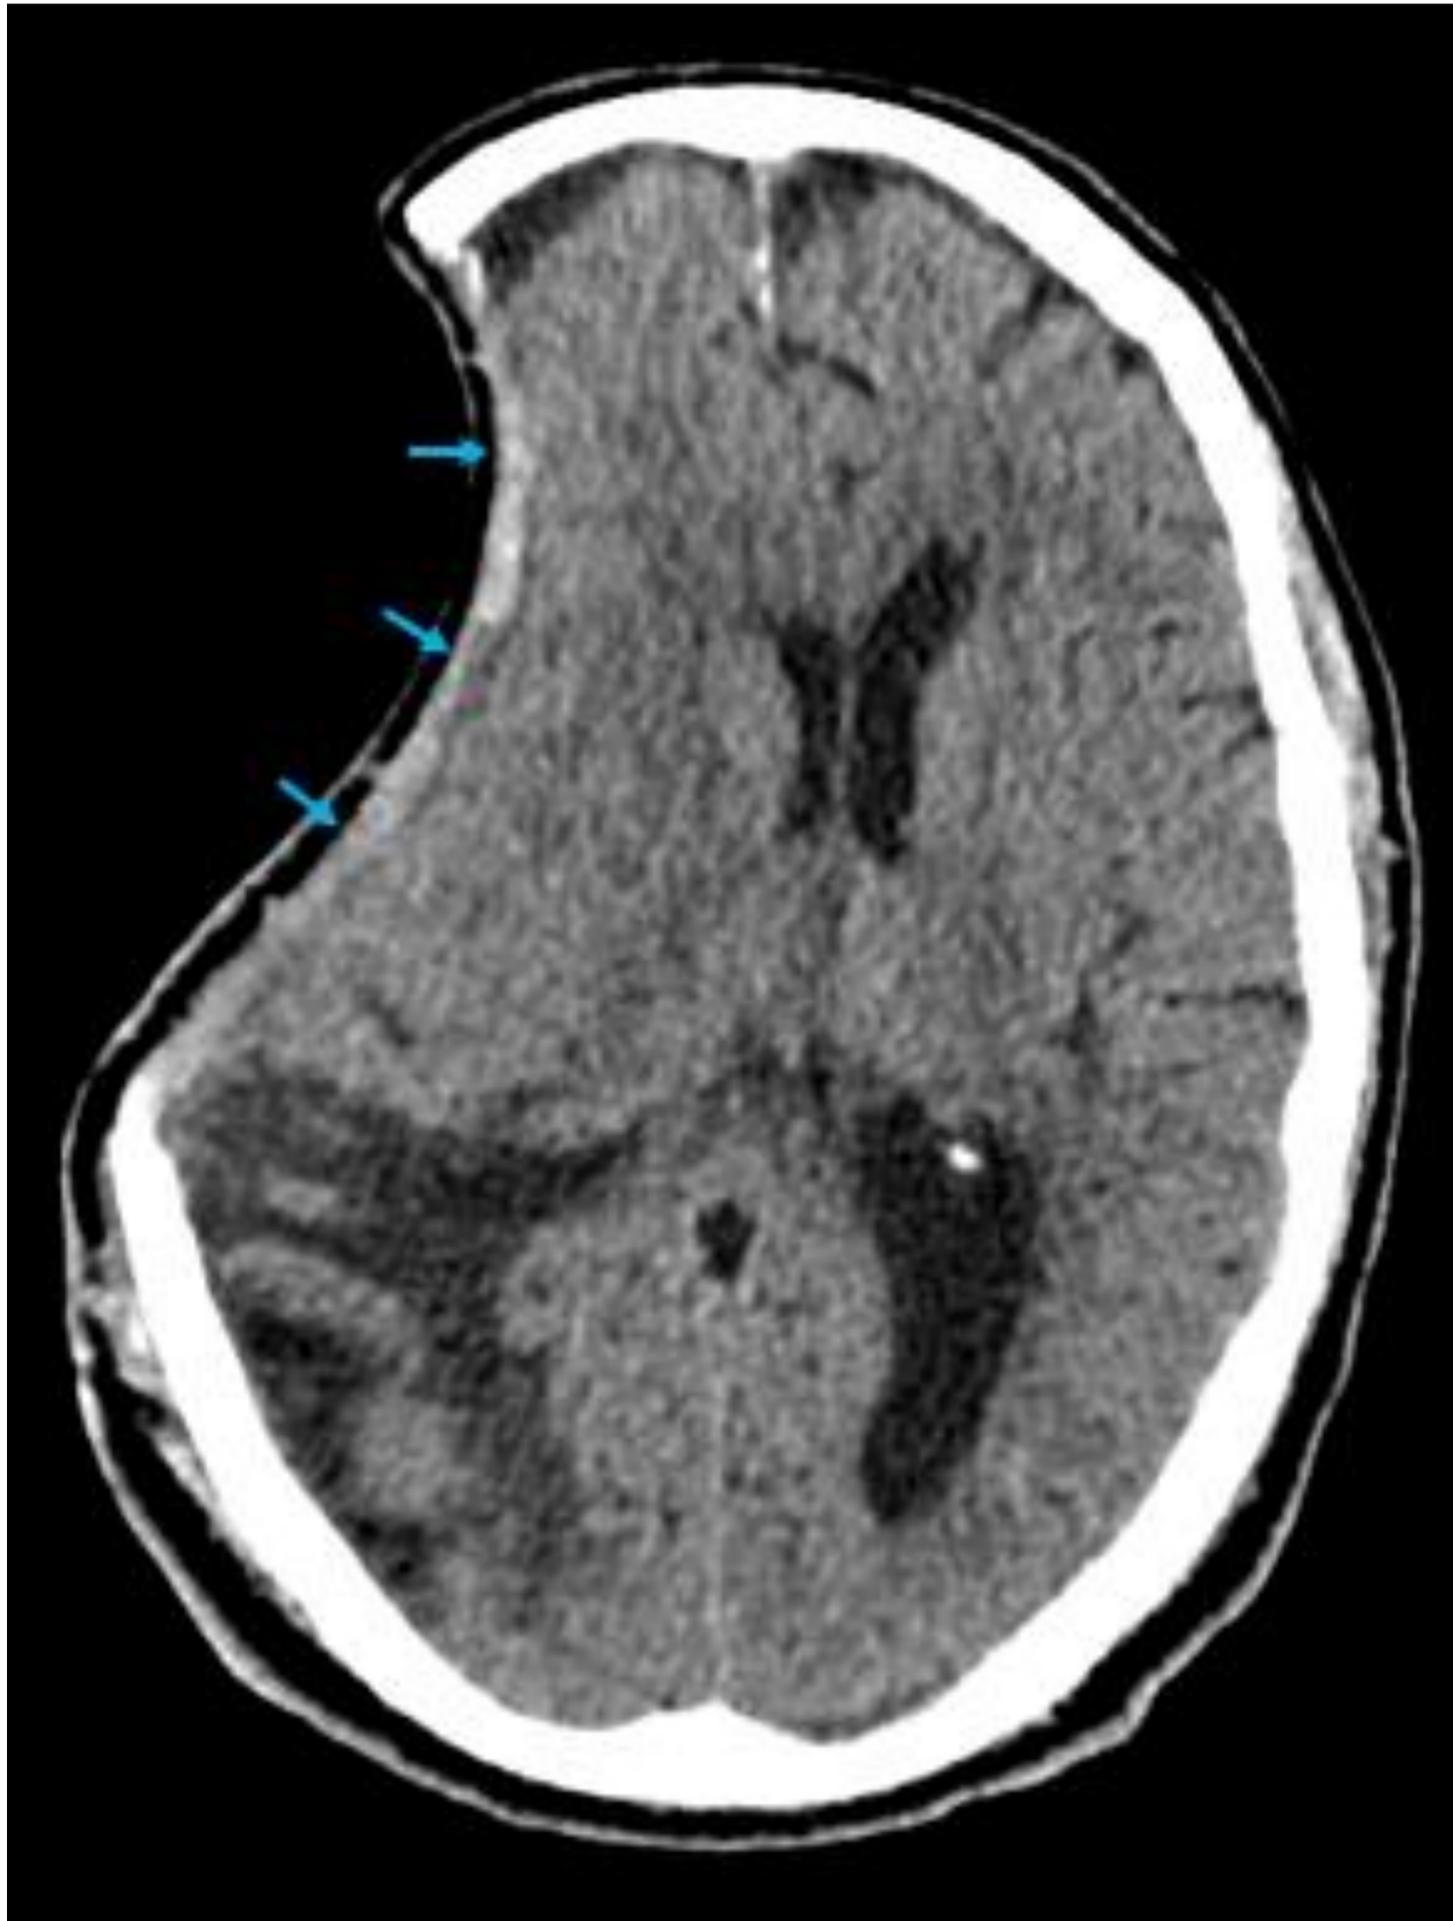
Complejo meningogaleal. TC axial de un paciente con craniectomía descompresiva en la convexidad derecha. Existe una banda de tejido grueso e hiperatenuante a lo largo del defecto de la craniectomía, debida a la fusión de la galea con el tejido conectivo subgaleal y la duramadre (flechas azules).
